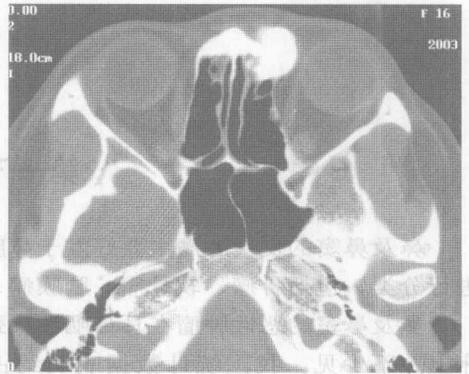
鼻窦 CT 轴位扫描,骨窗层厚 2mm,筛窦骨瘤
